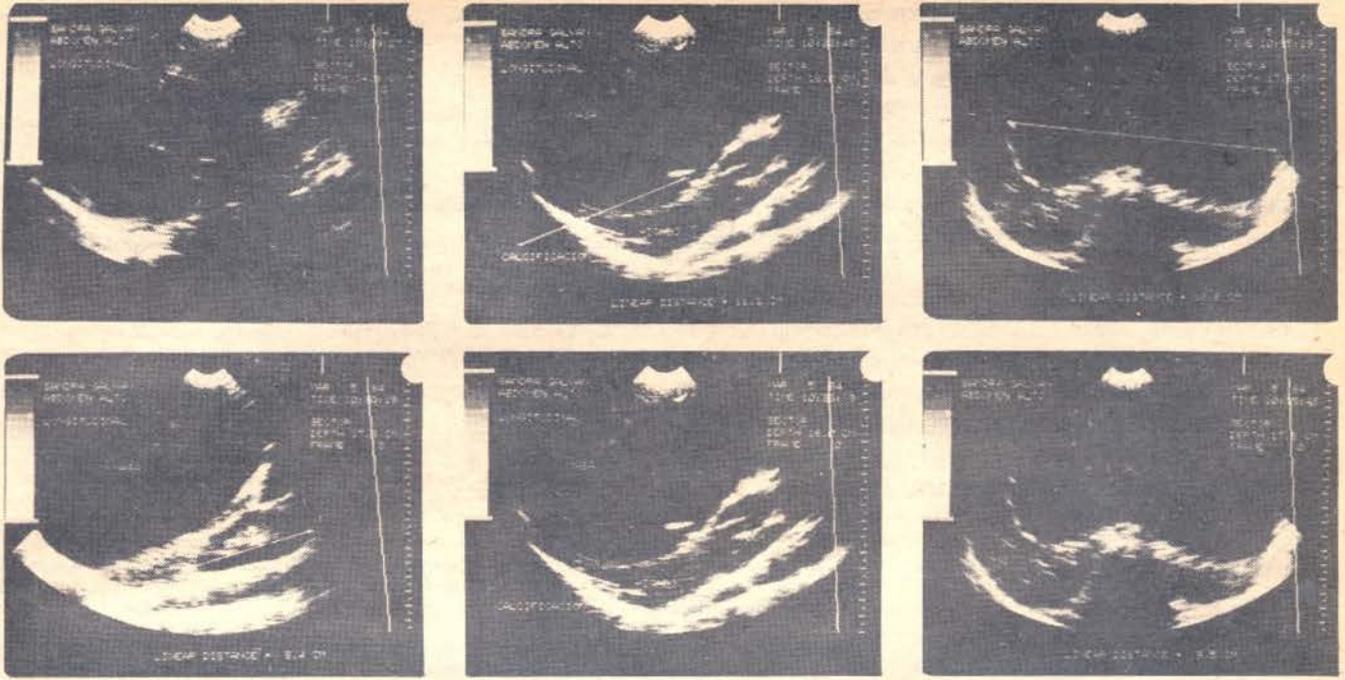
Sonografía que evidencia: gran masa abdominal de 10x19x11 cm con calcificaciones en la pared, de contenido líquido que crece desde retroperitoneo hacia el abdomen, desplazando estómago e hígado.
